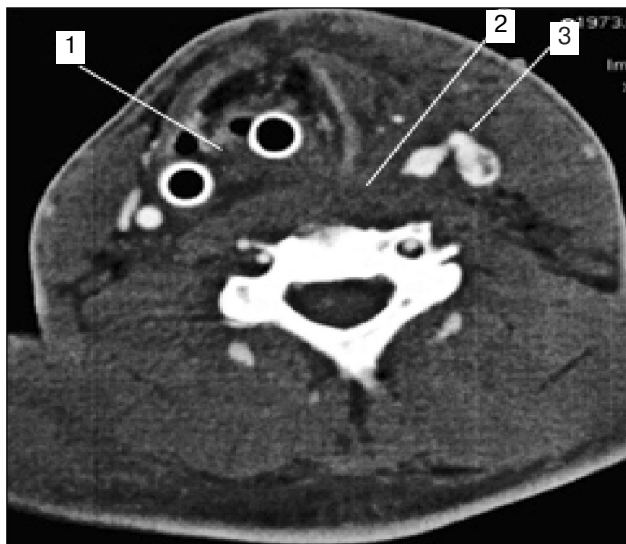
СКТ с контрастированием сосудов у раненого с краевым повреждением общей сонной артерии, внутренней яремной вены и проникающим ранением глотки.
